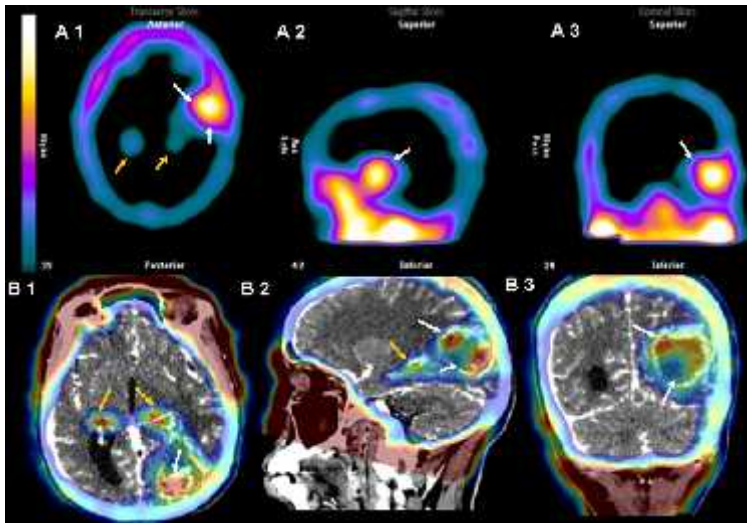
SPECT en glioblastomas multiformes. La serie A pertenece a estudios de SPECT realizados con corrección de atenuación por método de Chang; en flechas blancas se muestra el glioma y en flechas amarillas los plexos coroides. La serie B pertenece a estudios de SPECT realizados con corrección de atenuación por CT; en flechas blancas se muestra el glioma y en flechas amarillas los plexos coroides.
